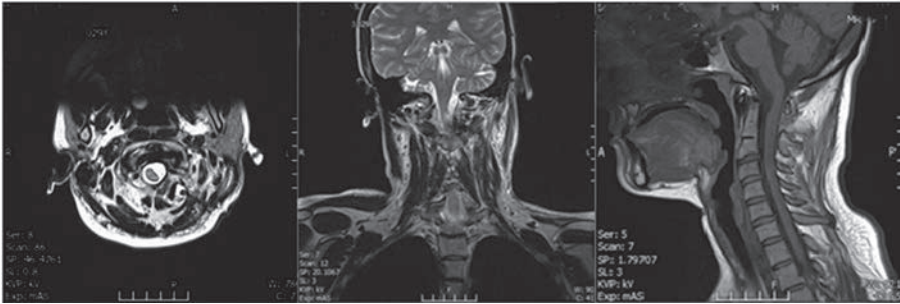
МРТ на 1-е сутки после операции не выявляет остатков опухоли краниовертебральной области.
